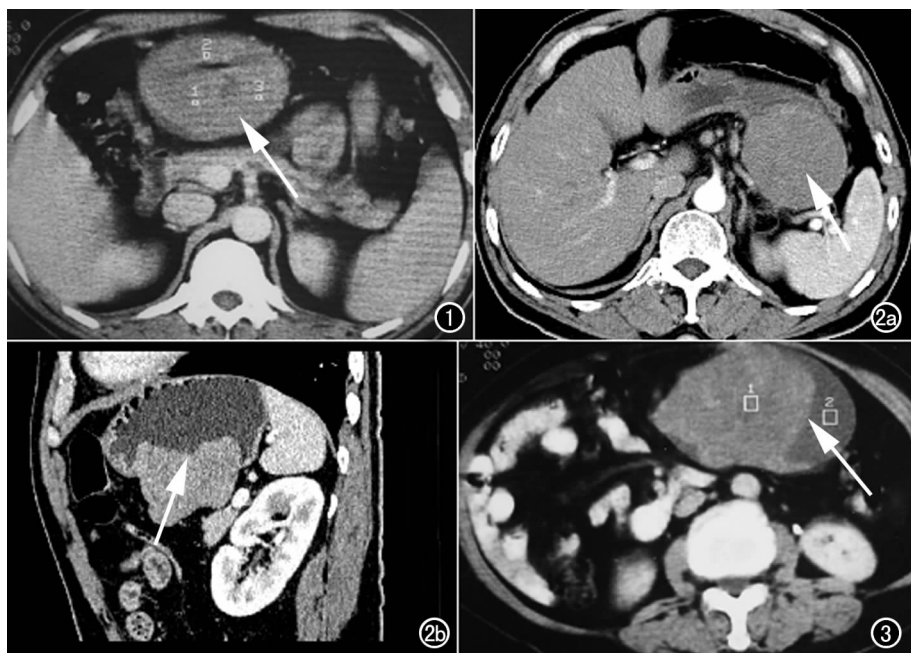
男, 45 岁, 胃窦部神经鞘瘤。CT 平扫示病灶呈圆形(箭), 中度强化, 内见条状气体影。图 2 男, 60 岁, 胃底神经鞘瘤。a) CT 增强扫描动脉期脾血管前方紧贴胃见 7.7 cm×7.3 cm 大小类圆形肿块(箭), 动脉期病灶仅有轻度强化; b) 矢状面重组清楚地显示病灶位于胃壁的内外, 呈分叶状(箭)。图 3 女, 67 岁, 胃体后壁神经鞘瘤。CT 平扫示病灶左缘“新月形”囊变区(箭)。
